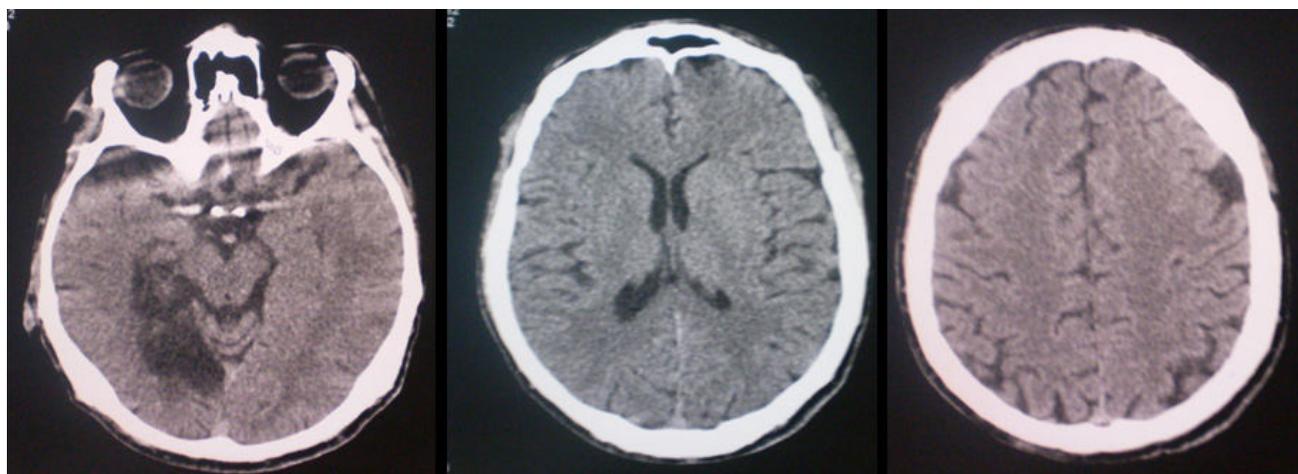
МСКТ головного мозга при поступлении от 17.12.2012: признаки рубцово-кистозно-атрофической зоны в затылочной области правого полушария размерами 60x25 мм.
